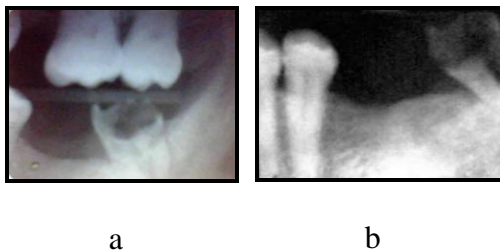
Examen radiográfico, detalle vista interproximal(a) y periapical (b).
